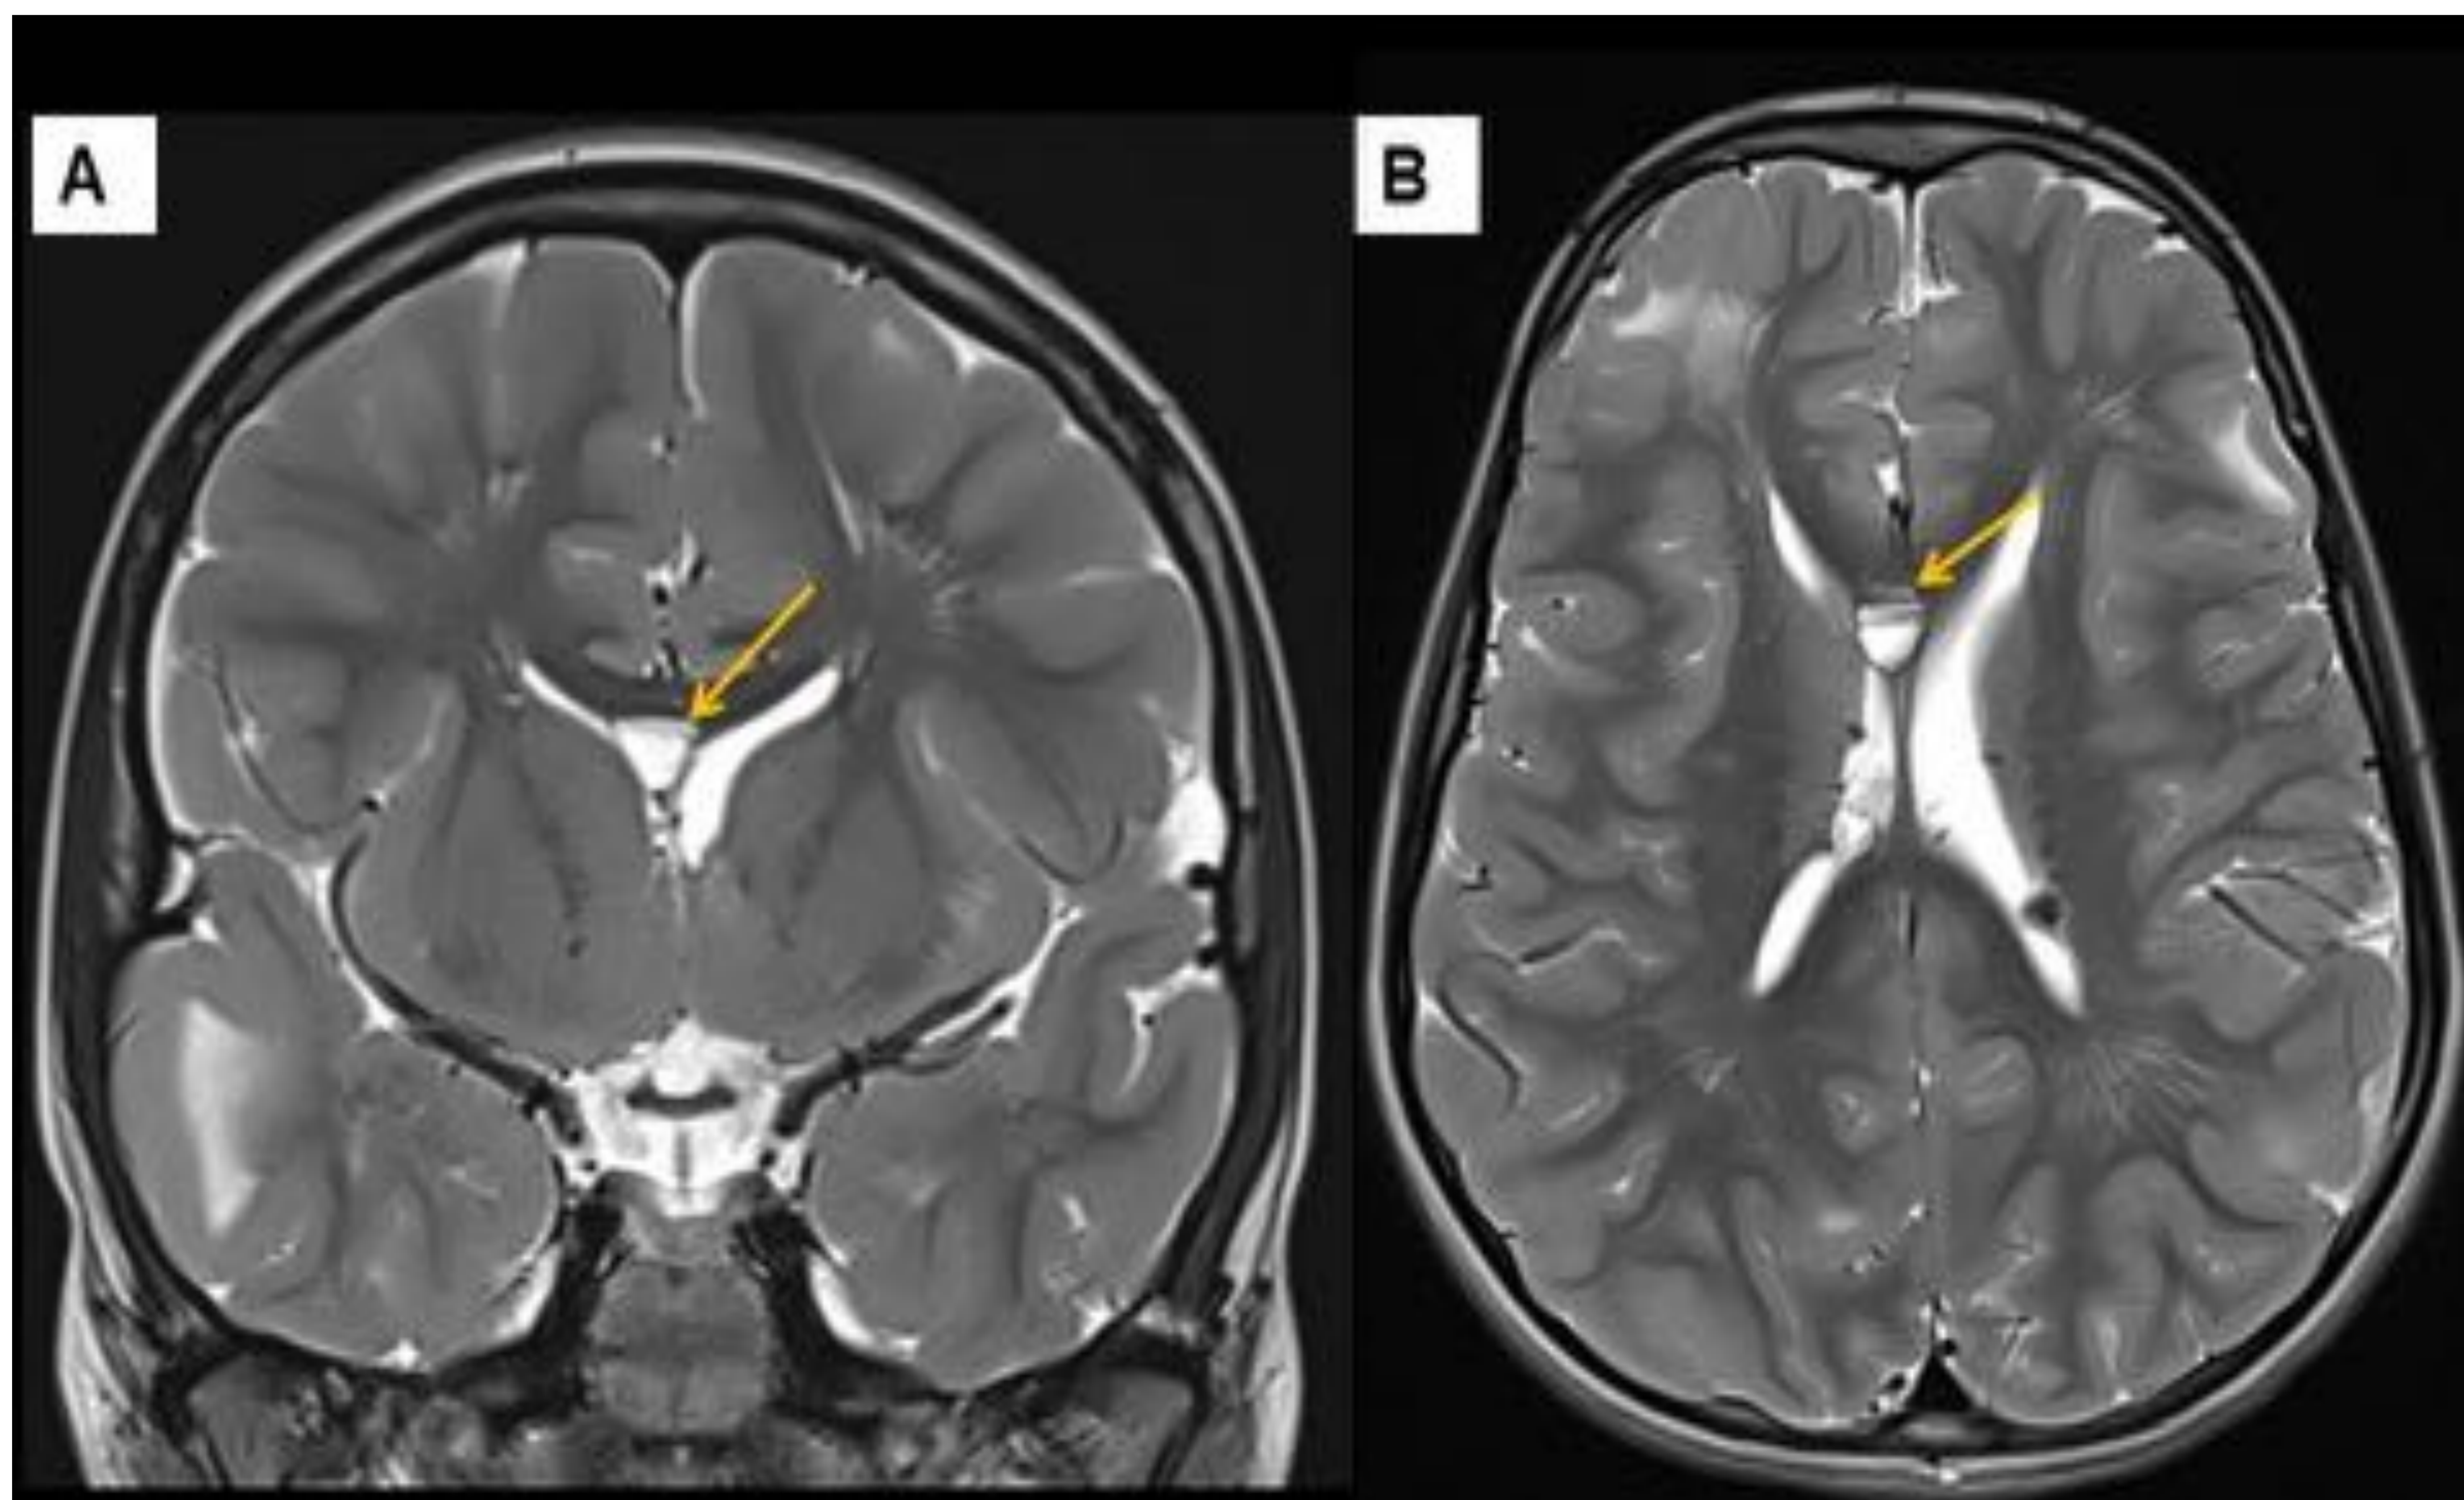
Paciente 2. RM cerebral secuencias coronal T2 (A) y axial T2 (B) que muestra pequeña lesión quística en el septum pellucidum (flecha amarilla). También se observan algunos tubers corticales.
